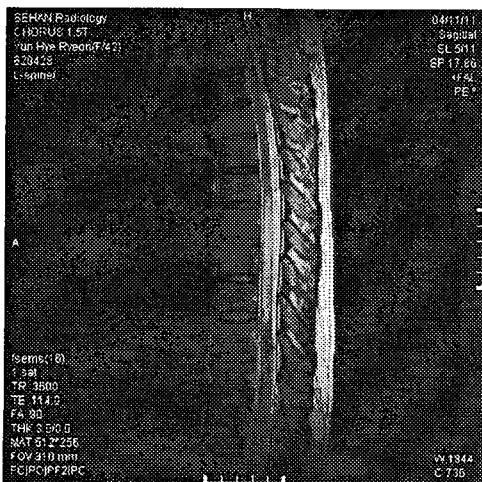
MRI of thoracic spine.
